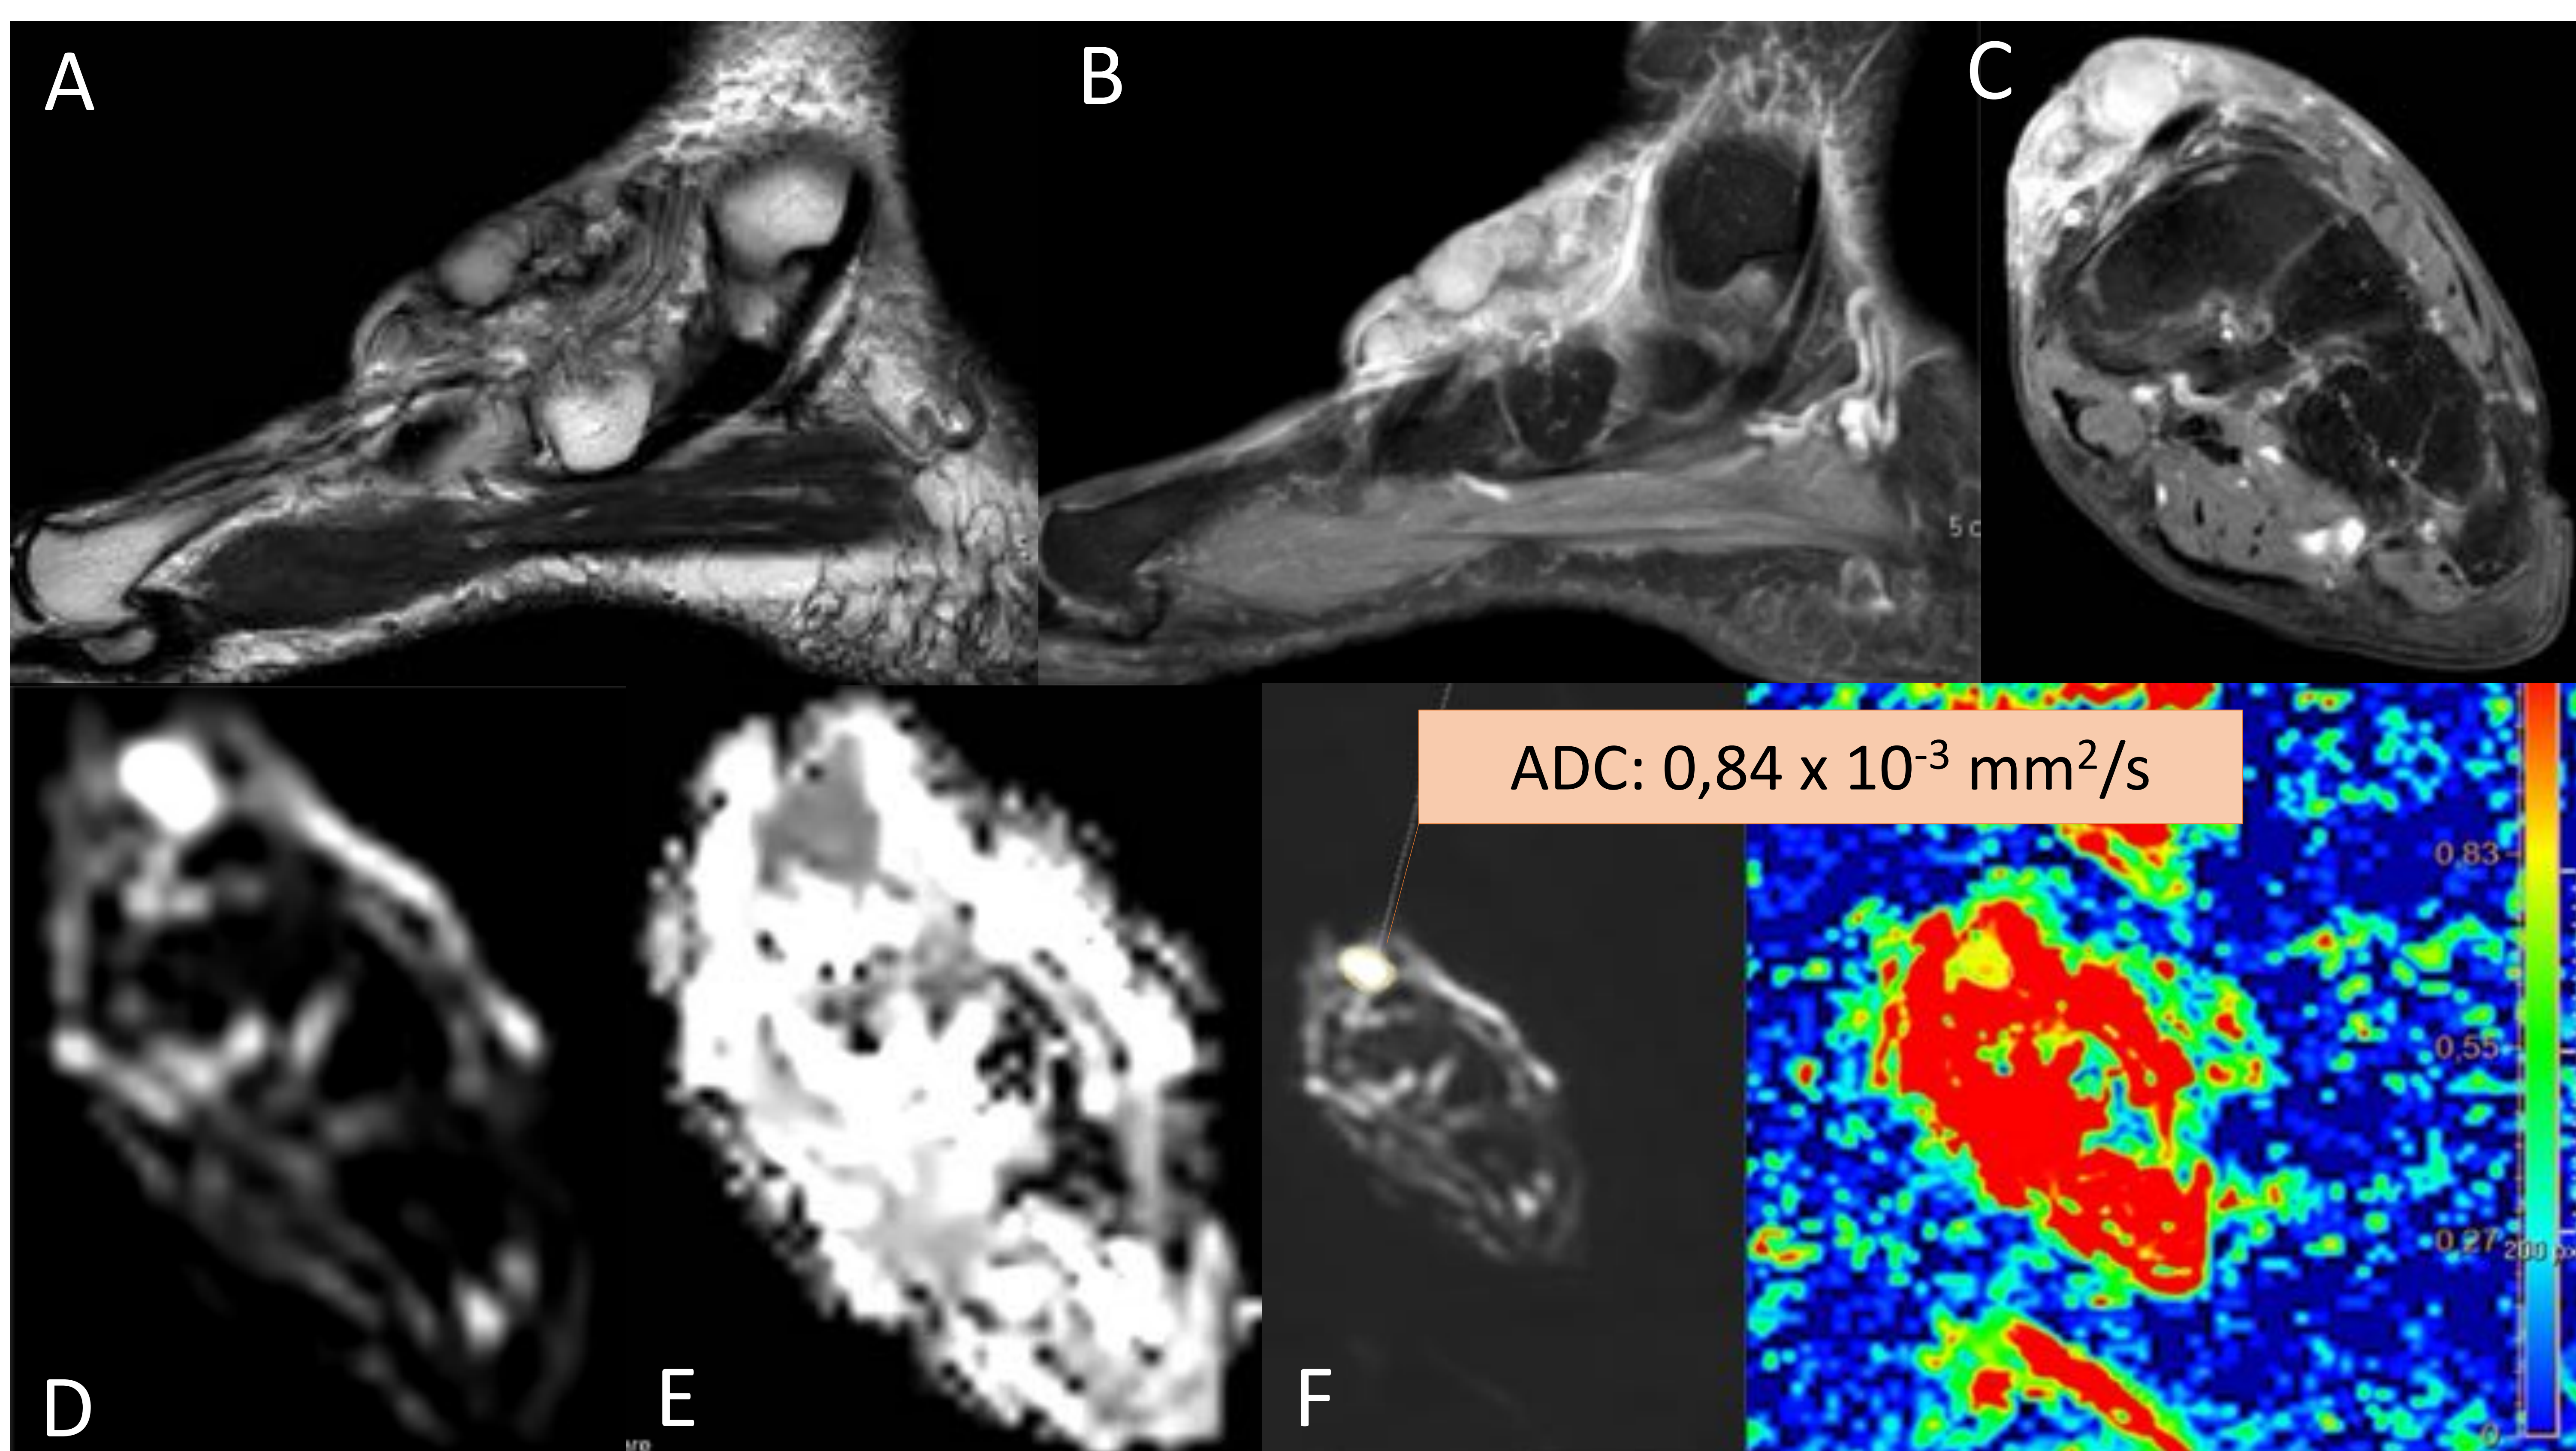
RM de tobillo-pie con leiomiosarcoma. Secuencias sagital T2 (A), sagital y eje corto T1 con contraste (B-C) y difusión (D: DWI, E: ADC, F: posprocesado).
